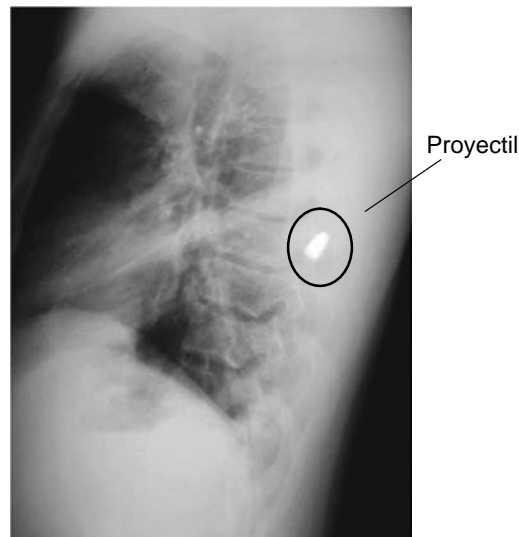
Radiografía del tórax que muestra un proyectil de arma de fuego alojado en el mediastino posterior. Ante la sospecha de una posible lesión esofágica se efectuó estudio de tránsito esofágico con material de contraste (figura 8–12).
